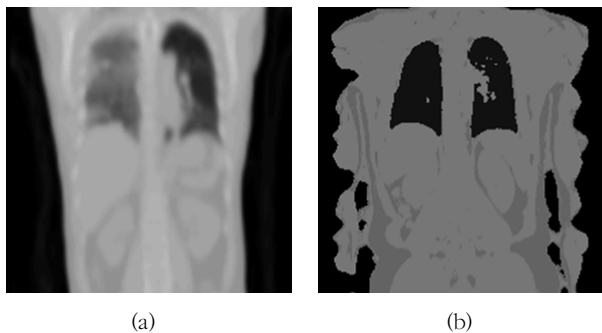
External measured CT transmission based μ -map(a), VIBE 3D DIXON for MR attenuation correction was calculated MR based μ -map(b).
